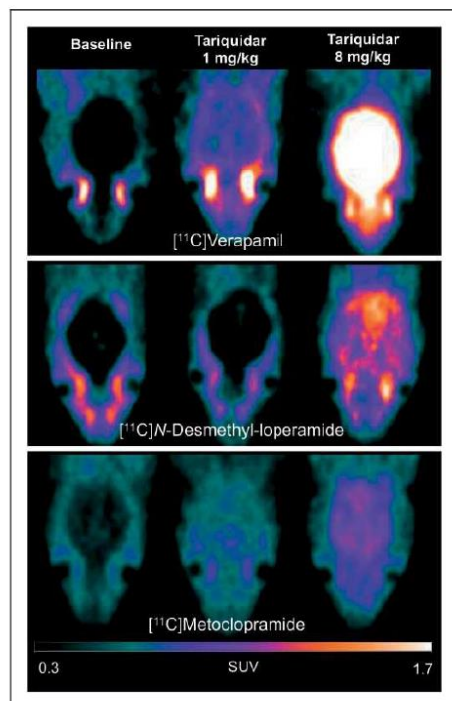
PET images obtained with [^{11}C]verapamil, [^{11}C]N-desmethyl-loperamide and [^{11}C]metoclopramide after selected doses of the P-gp inhibitor tariquidar. Representative PET images are summed from 0 to 30 min and were obtained at baseline, after partial P-gp inhibition (1 mg/kg tariquidar) and complete P-gp inhibition (8 mg/kg tariquidar).
